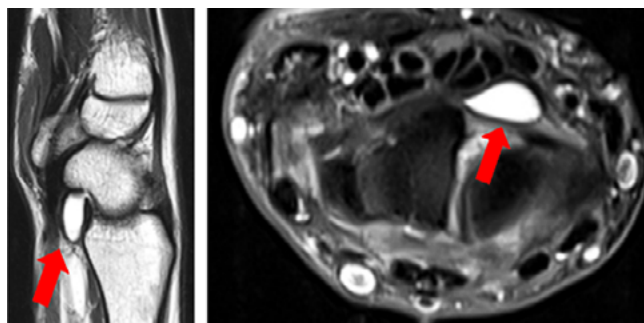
Resonancia magnética nuclear (cortes sagital y axial) donde se evidencia masa quística dentro del túnel del carpo. Fuente: Imágenes obtenidas durante la realización del estudio.
